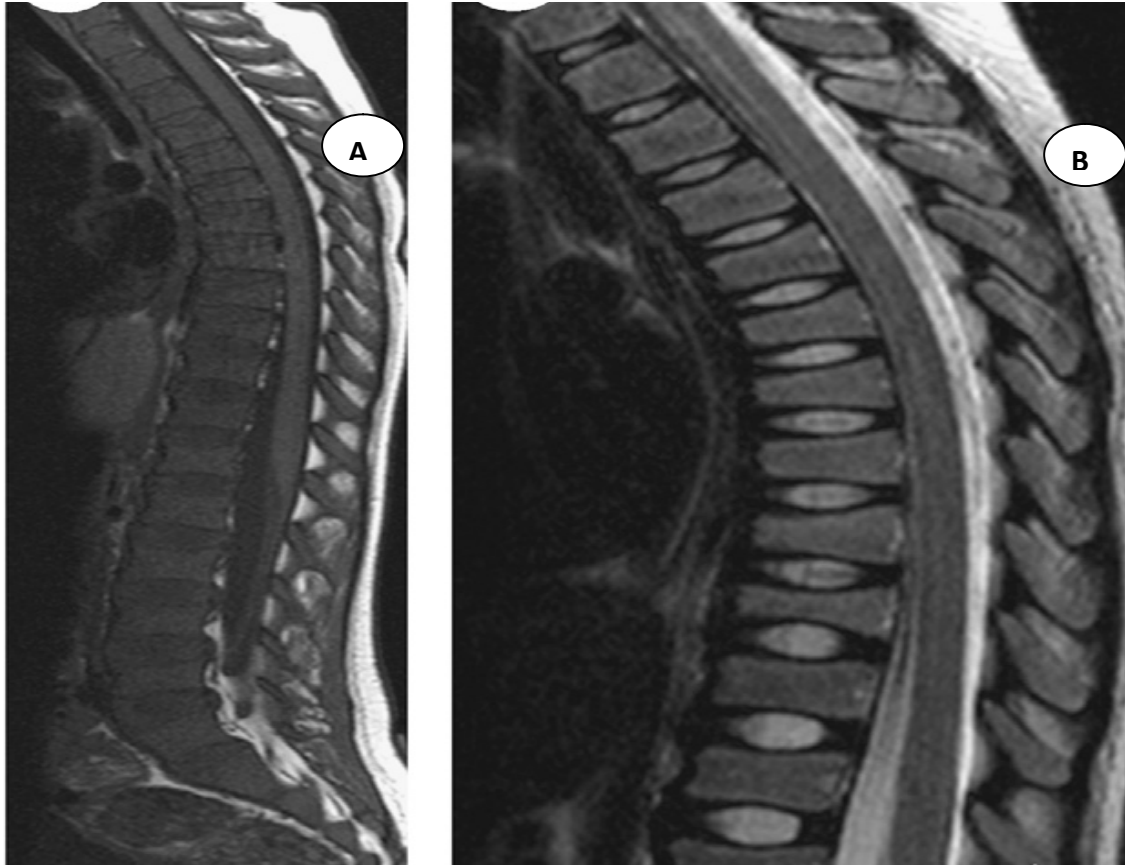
IRM du rachis thoraco-lombaire montrant une infiltration diffuse de la moelle osseuse avec déformations vertébrales et compression, surtout au niveau de T5 et T12 sur les coupes sagittales en T1(B) et en T2 (C) chez un enfant de 12 ans chez qui le diagnostic de leucémie a été posé ultérieurement. ^[15]
